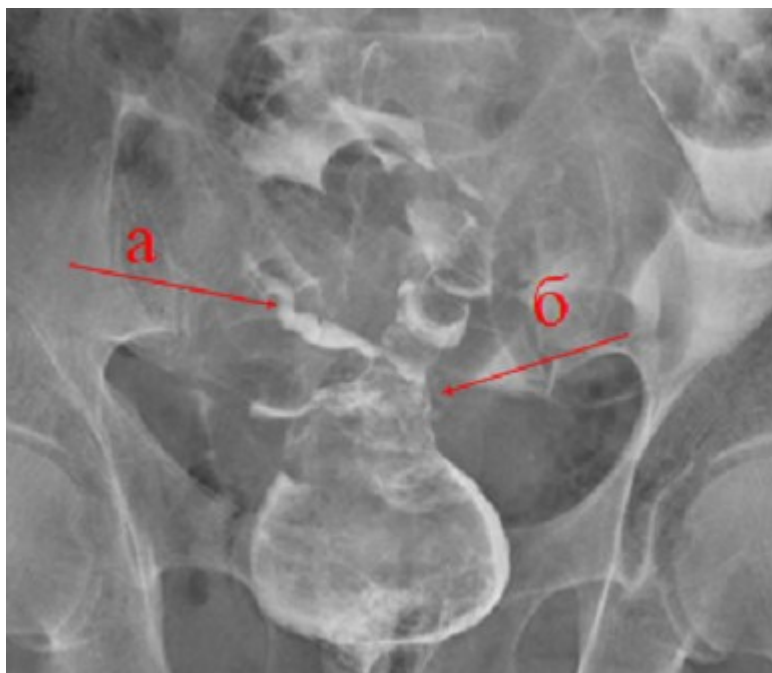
Рентгенограмма: затек из области анастомоза, клинически выраженная НКА. (Пациент С. 67 лет, Рак прямой кишки на 14 см рТ3N1M0, L1, R0) (а – затек из зоны анастомоза, б – зона колоректального анастомоза)
